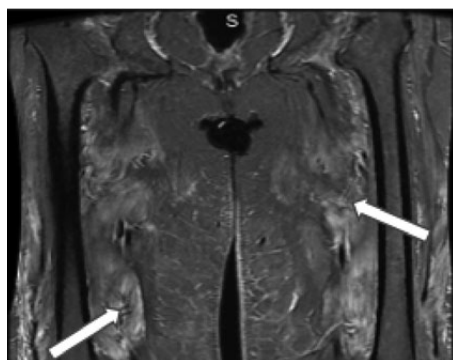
МРТ в режиме STIR (коронарный срез) демонстрирует симметричное повышение сигнала (указано стрелками) от мышц бедер, соответствующее отеку. В большей степени поражены большие приводящие, латеральные широкие и прямые мышцы Fig. 4. MRI in STIR, (coronary incision) demonstrates a symmetrical increase in the signal (indicated by arrows) from the thigh muscles, corresponding to edema. The large adductor, lateral broad and rectus muscles are more affected
